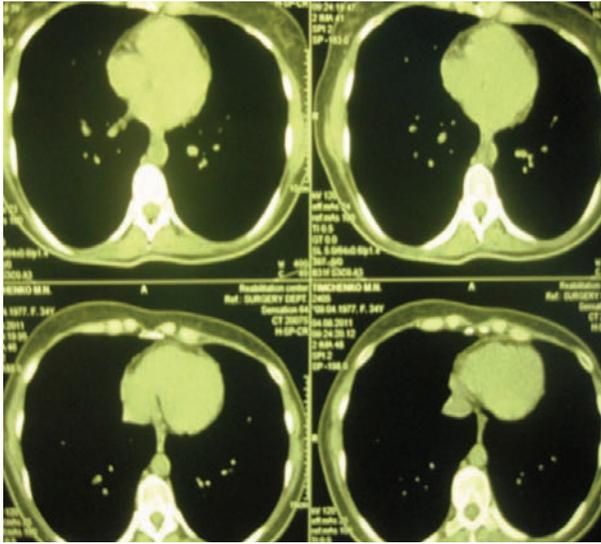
Компьютерная томография грудной клетки больной Т.: 5 лет после оперативного лечения, выявлены признаки метастатического поражения легких
